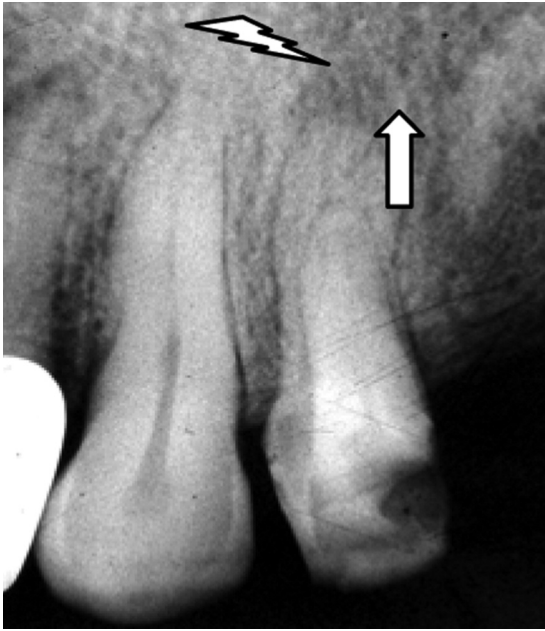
Внутрішньоротова контактна рентгенограма 14. Хронічний вторинний глибокий карієс, хронічний гранулематозний періодонтит. Біля верхівки піднебінного кореня розширена періодонтальна щілина. Деструкція компактної пластинки і губчастої речовини. Деструкція губчастої речовини кулеподібної форми, з чіткими межами за рахунок компактноподібної пластинки (*звивиста стрілка*), щільність її мала. Остеопороз губчастої речовини навколо ділянки деструкції (*біла стрілка*)
